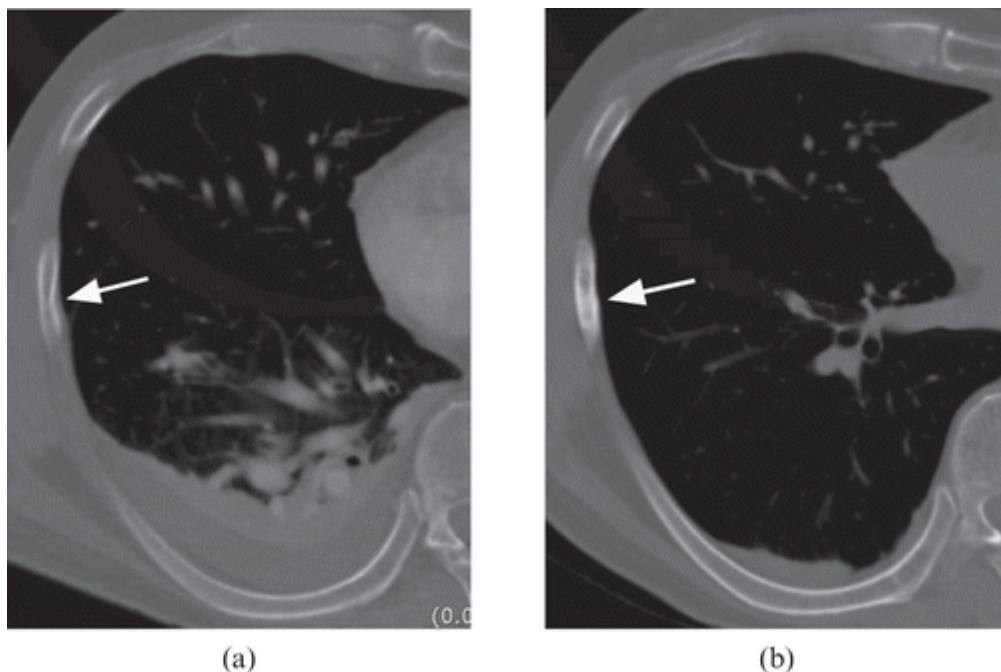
(a) Перелом правого седьмого ребра (стрелка) пропущен на первичной компьютерной томографии. Он расположен на боковой дуге и имеет форму пряжки. (b) На повторном КТ-снимке через 2 дня видно образование мозоли (стрелка) на том же месте. (Иллюстрации взяты с [20]).
